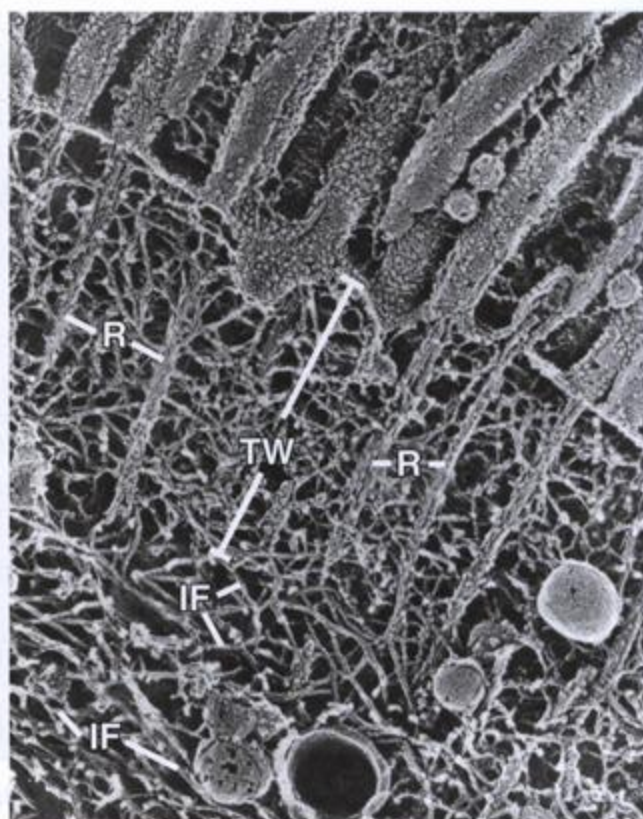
Microfotografía electrónica de la región apical de una célula epitelial en la que aparecen filamentos intermedios. En esta microfotografía electrónica, obtenida mediante la técnica de congelación rápida y grabado profundo, se ven la red o velo terminal (TW) de una célula epitelial y los filamentos intermedios subyacentes (IF). Los largos manojos rectos de filamentos de actina o raicillas (R) que se extienden desde las microvellosidades establecen uniones cruzadas con una densa red de microfilamentos provista de muchas proteínas fijadoras de actina. La red de filamentos intermedios puede verse debajo del velo terminal al que se fijan los filamentos de actina de las microvellosidades. 47 000 x. (Reproducida con autorización de Hirokawa N, Keller TC 3rd, Chasan R, Mooseker MS. Mechanism of brush border contractility studied by the quick-freeze, deep-etch method. J Cell Biol 1983;96: 1325-1336.)
